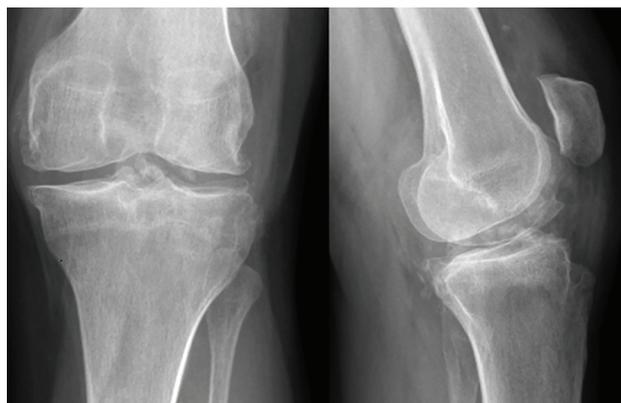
Radiografía frente y perfil, a 2 años postoperatorio. Se observan signos de gonartrosis, cuerpos libres articulares y pseudoartrosis de foco fracturario.
